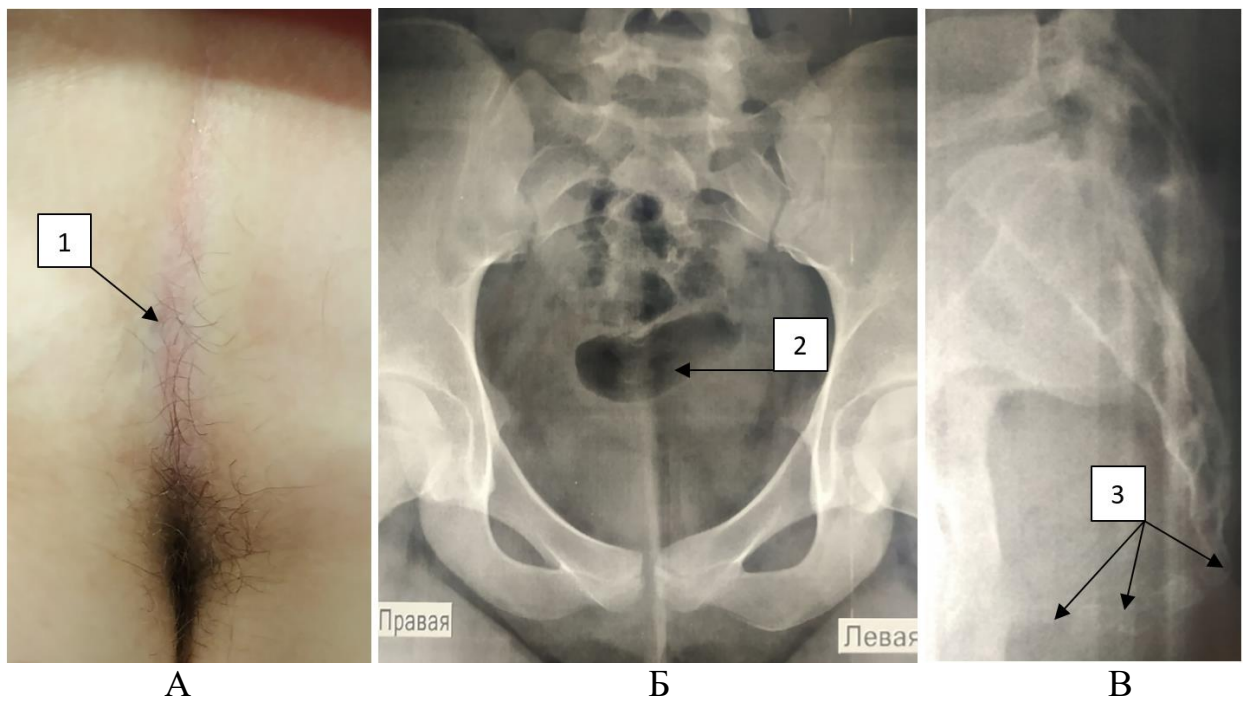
Хвора П., вік 15 р., МКСХ № 878. Д-з: Пілонідальна хвороба. Травматичне пошкодження куприка. А – зовнішній вигляд ККД (1 – зовнішній отвір норицевого ходу); рентгенограма ККД: Б – фас (2 – девіація куприка вліво) В – профіль (3 – деформація крижово-куприково зчленування та вивих допереду куприка).
